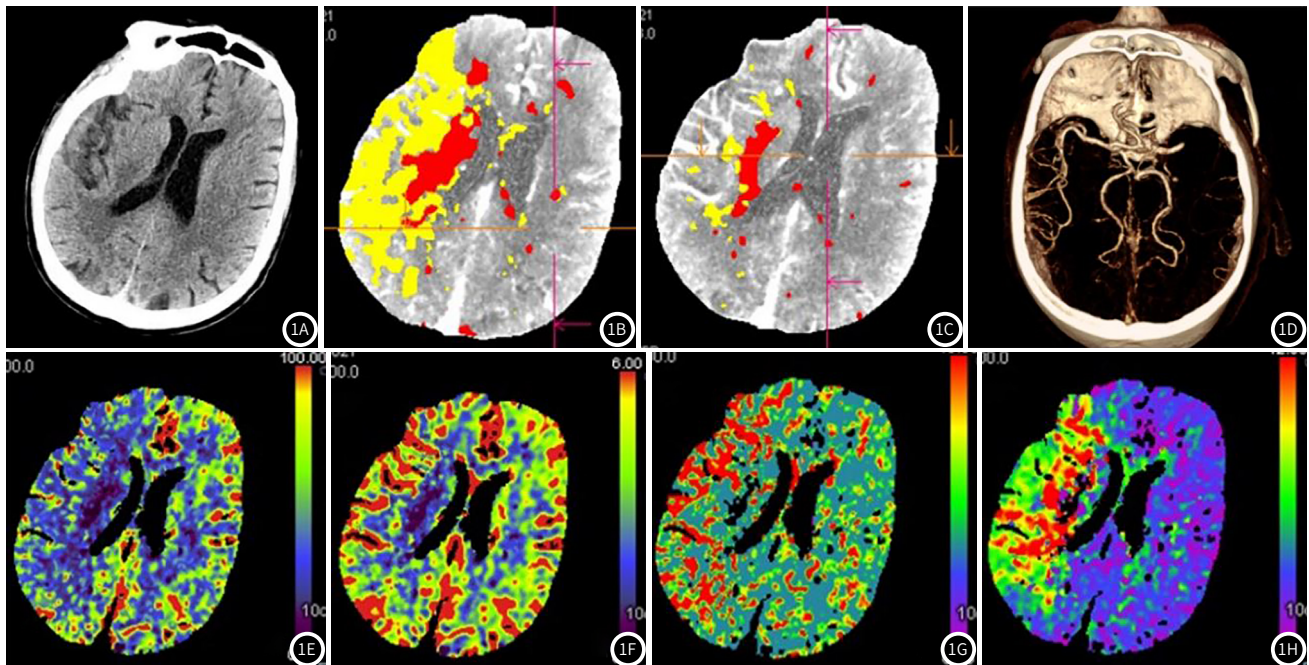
患者男,77岁,急诊卒中绿色通道入院,发病至CT检查9h,诊断为右侧大脑半球多发急性缺血性卒中。图1A为CT平扫,显示右侧大脑半球多发片状低密度影;图1B、图1C中红色部分为梗死核心区,黄色(包含红色)部分分别为残余功能达峰时间(T_{max}) $>6s$ 的低灌注区和 $T_{max} > 12s$ 的严重低灌注区;图1D为CT血管造影显示右侧大脑中动脉M1段闭塞;图1E、1F、1G、1H分别为CT灌注成像(CTP)的脑血流量(CBF)、脑血容量(CBV)、平均通过时间(MTT)和 T_{max} 参数图。
